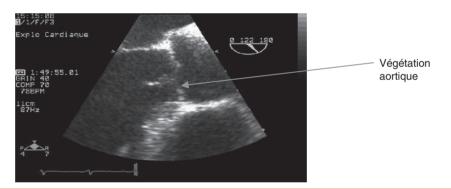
Critère majeur d'endocardite infectieuse à l'échographie transœsophagienne (végétation aortique).
